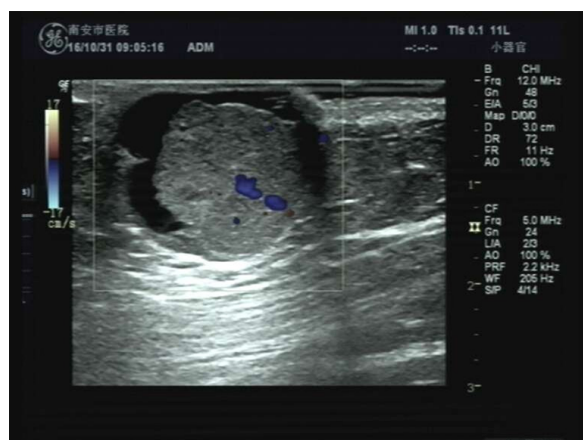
影像学所见:超声示皮下囊实性结节,回声不均
